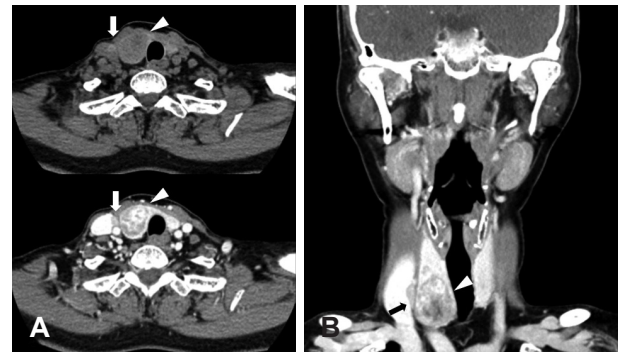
Preoperative CT images. Exophytic nodule in right level IV carotid space showed relatively high intensity in pre-enhance view and enhancing pattern in post-enhance view (white arrows, black arrow in coronal image). Right thyroid nodule, within thyroid capsule, showed strong enhancement (white arrowheads). Both lesions were well-defined in CT images. No other cervical lymphadenopathy was seen in images. Axial pre-enhance and post-enhance view (A). Coronal post-enhance view (B).
